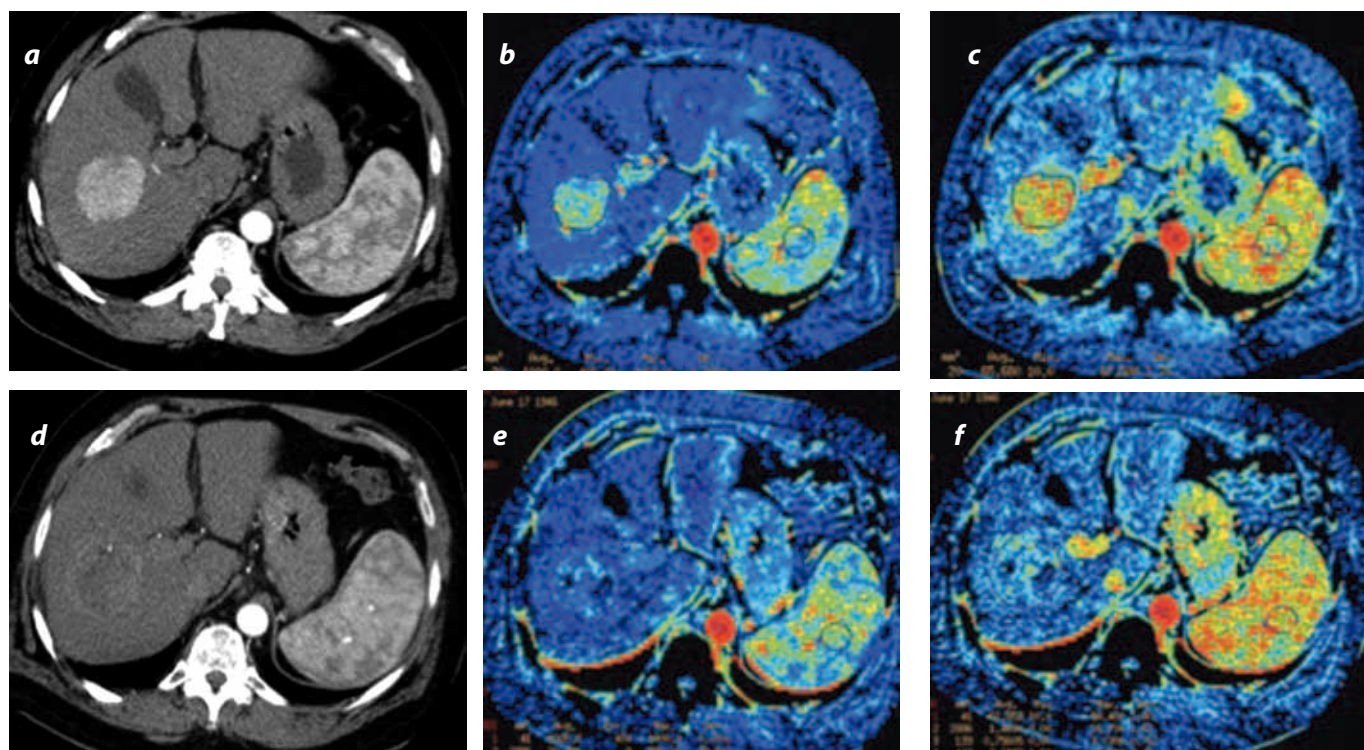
Paciente de 56 años de edad con hepatocarcinoma, a quien se le inició tratamiento con antiangiogénicos. Se realiza una perfusión por TAC previa (a,b,c) y posterior (d,e,f) a la finalización del tratamiento, que mostró que la masa presenta ausencia de vascularización. Este hallazgo se relaciona con respuesta de la enfermedad. Caso cortesía del Dr. Dushyant V. Sahani, Massachusetts General Hospital.
